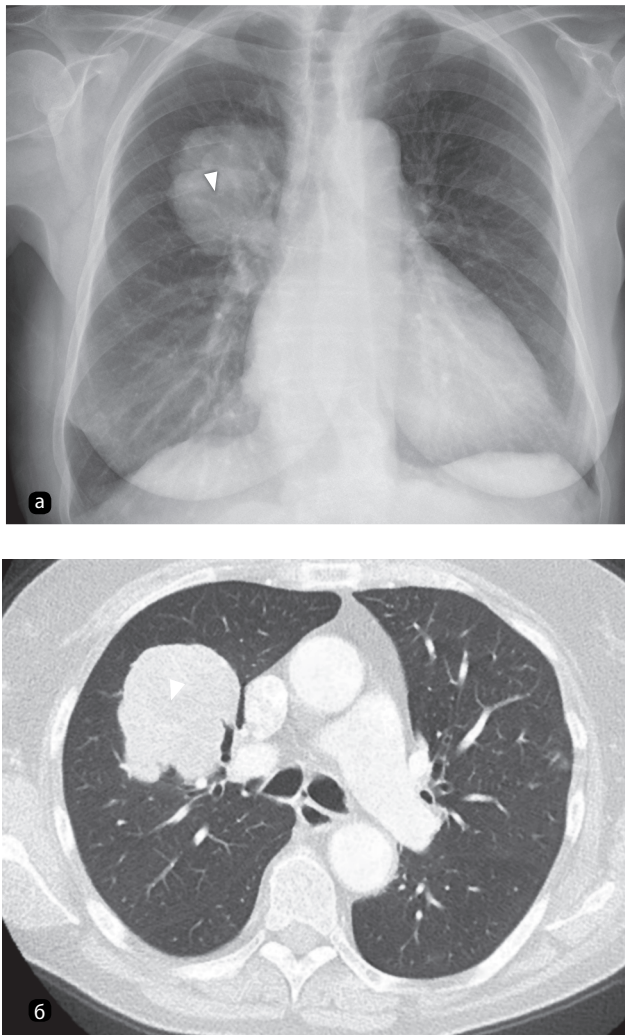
а — рентгенограмма органов грудной клетки в передней прямой проекции. Визуализируется объемное образование в верхней доле правого легкого (тот же пациент, что и на рис. 1.4); б — компьютерная томография позволяет окончательно установить расположение образования (указано стрелкой)
